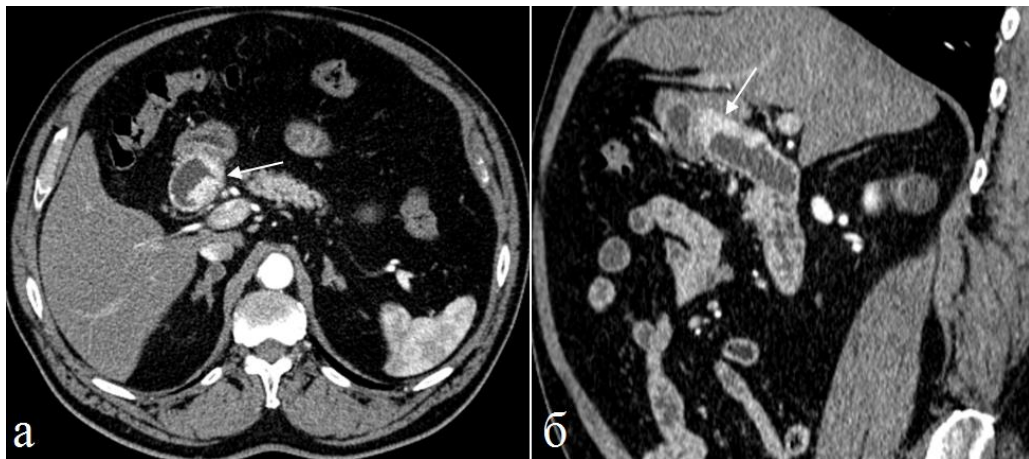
Больной 63 лет. ГИСО двенадцатиперстной кишки. Артериальная фаза КУ. а) аксиальная томограмма, б) фронтальная томограмма. Во второй части двенадцатиперстной кишки определяется опухоль, выражено повышенным КУ (стрелки).
